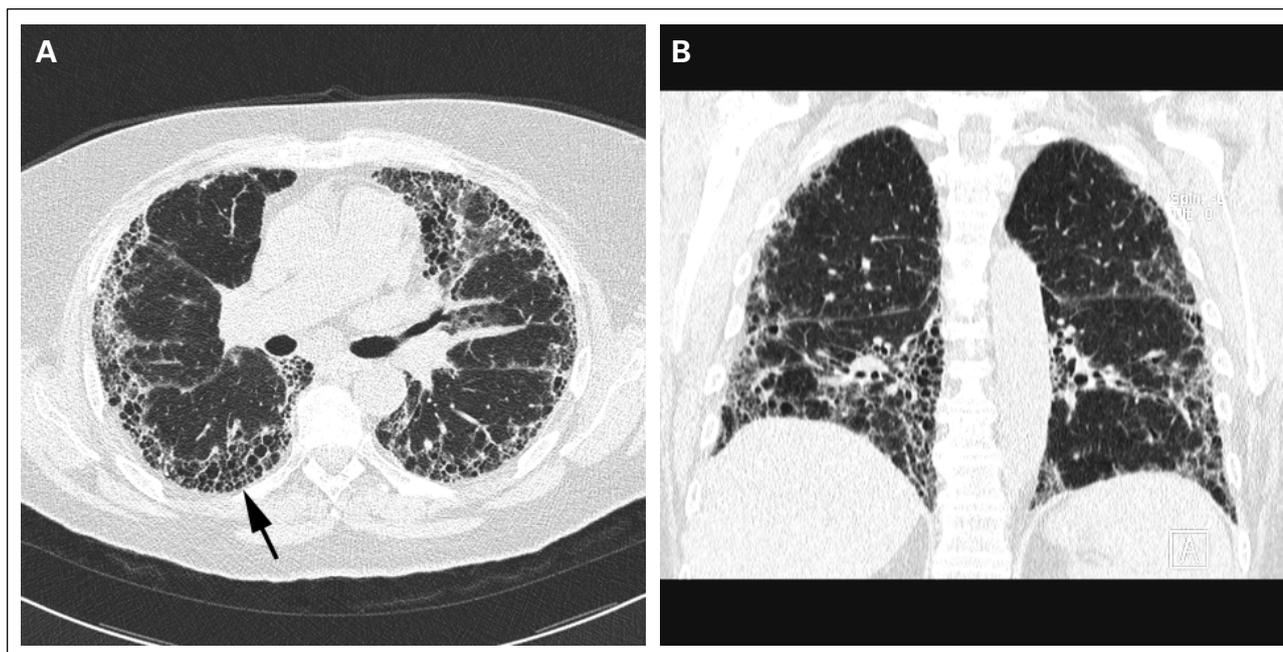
Typisches UIP-Muster. 1A: Axiale CT auf Höhe der Unterlappen. Basale und subpleurale betonte retikuläre (netzartige) Verdichtungen sowie Honeycombing (Pfeil). 1B: Die basale Betonung der Veränderungen lässt sich am besten an den koronalen Reformationen beurteilen.
